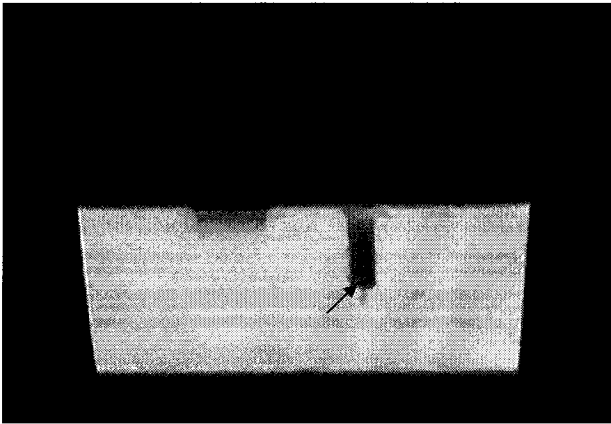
Example of an MRI image of the setup used to determine the position of the bead socket. The image size is  $512 \times 512$ . The arrow indicates the position of the socket.
